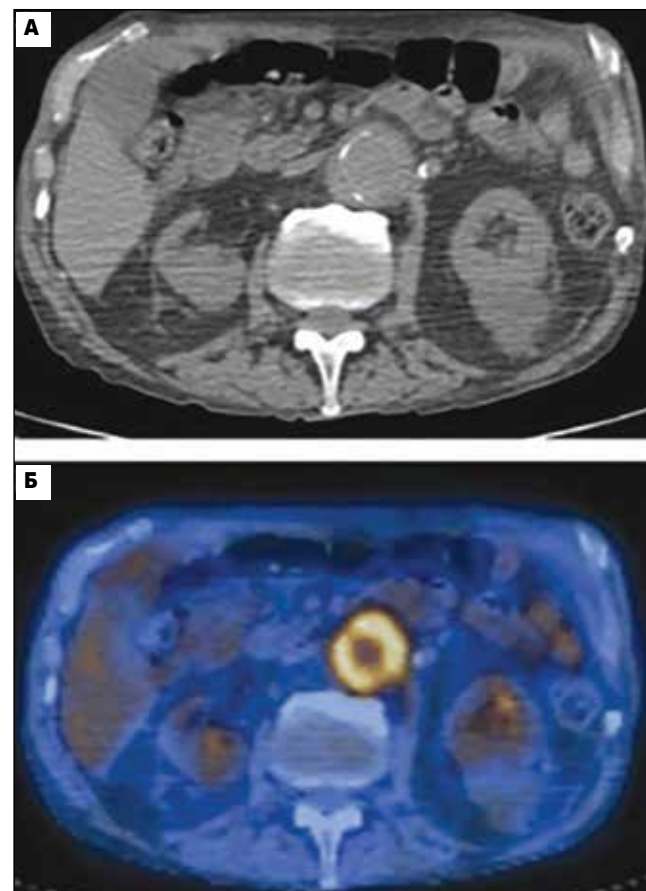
Периаортит у пациента 35 лет с АС по данным КТ. Фотография заимствована из [37]
